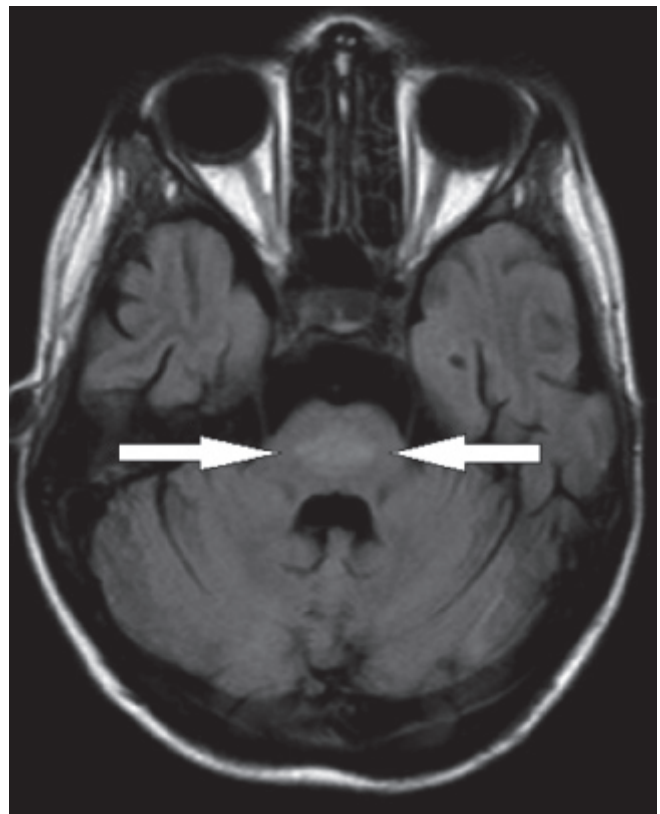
МРТ головного мозга пациентки Б. Симметричное поражение моста головного мозга в виде гиперинтенсивного в режиме T_2 очага демиелинизации
